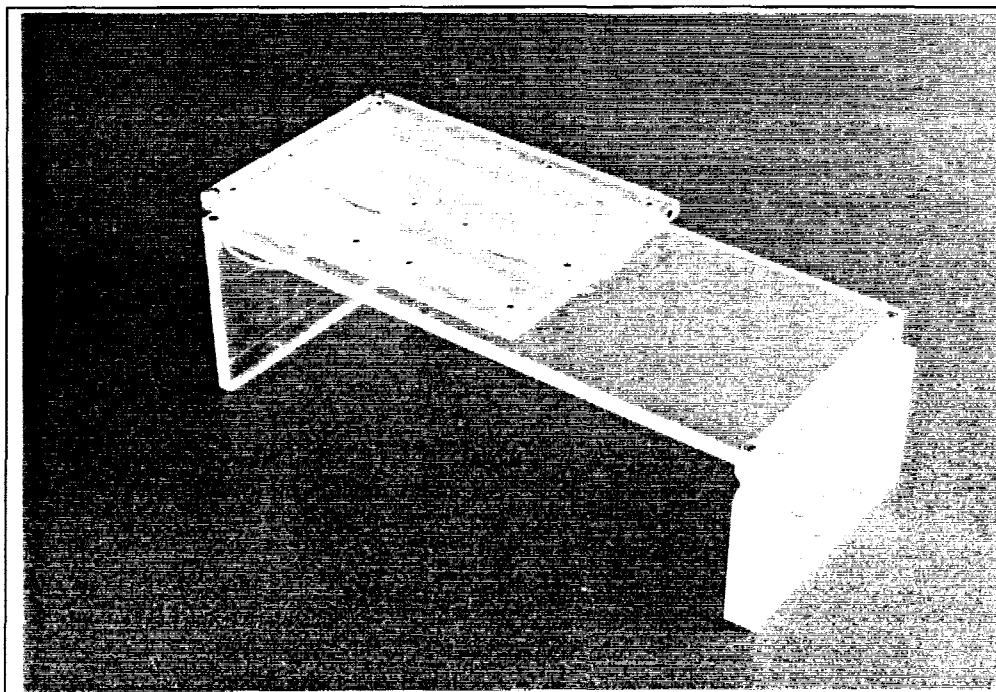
fantôme développé pour le calibrage de la sonde échographique.
